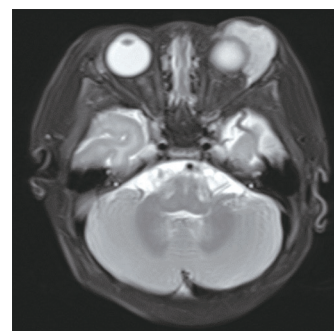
B-c. 症例2のMRI画像 治療開始前のT2強調画像.
